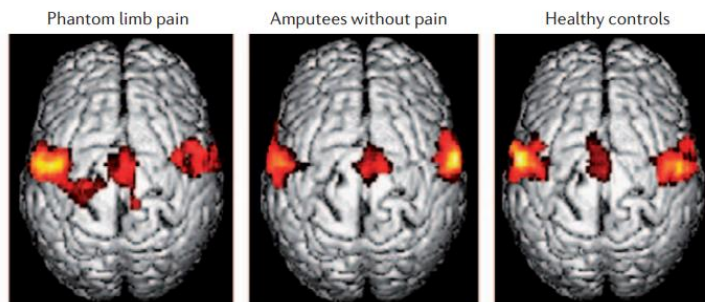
Cortical changes related to phantom limb pain. Functional MRI data from seven patients with phantom limb pain, seven amputees without pain and seven healthy controls during a lip pursing task. Activation in primary somatosensory and motor cortices is unaltered in amputees without pain and is similar to that of healthy controls. In the amputees with phantom limb pain the cortical representation of the mouth extends into the region of the hand and arm. Reproduced, with permission, from REF. 64 © (2001) Oxford Univ. Press.
